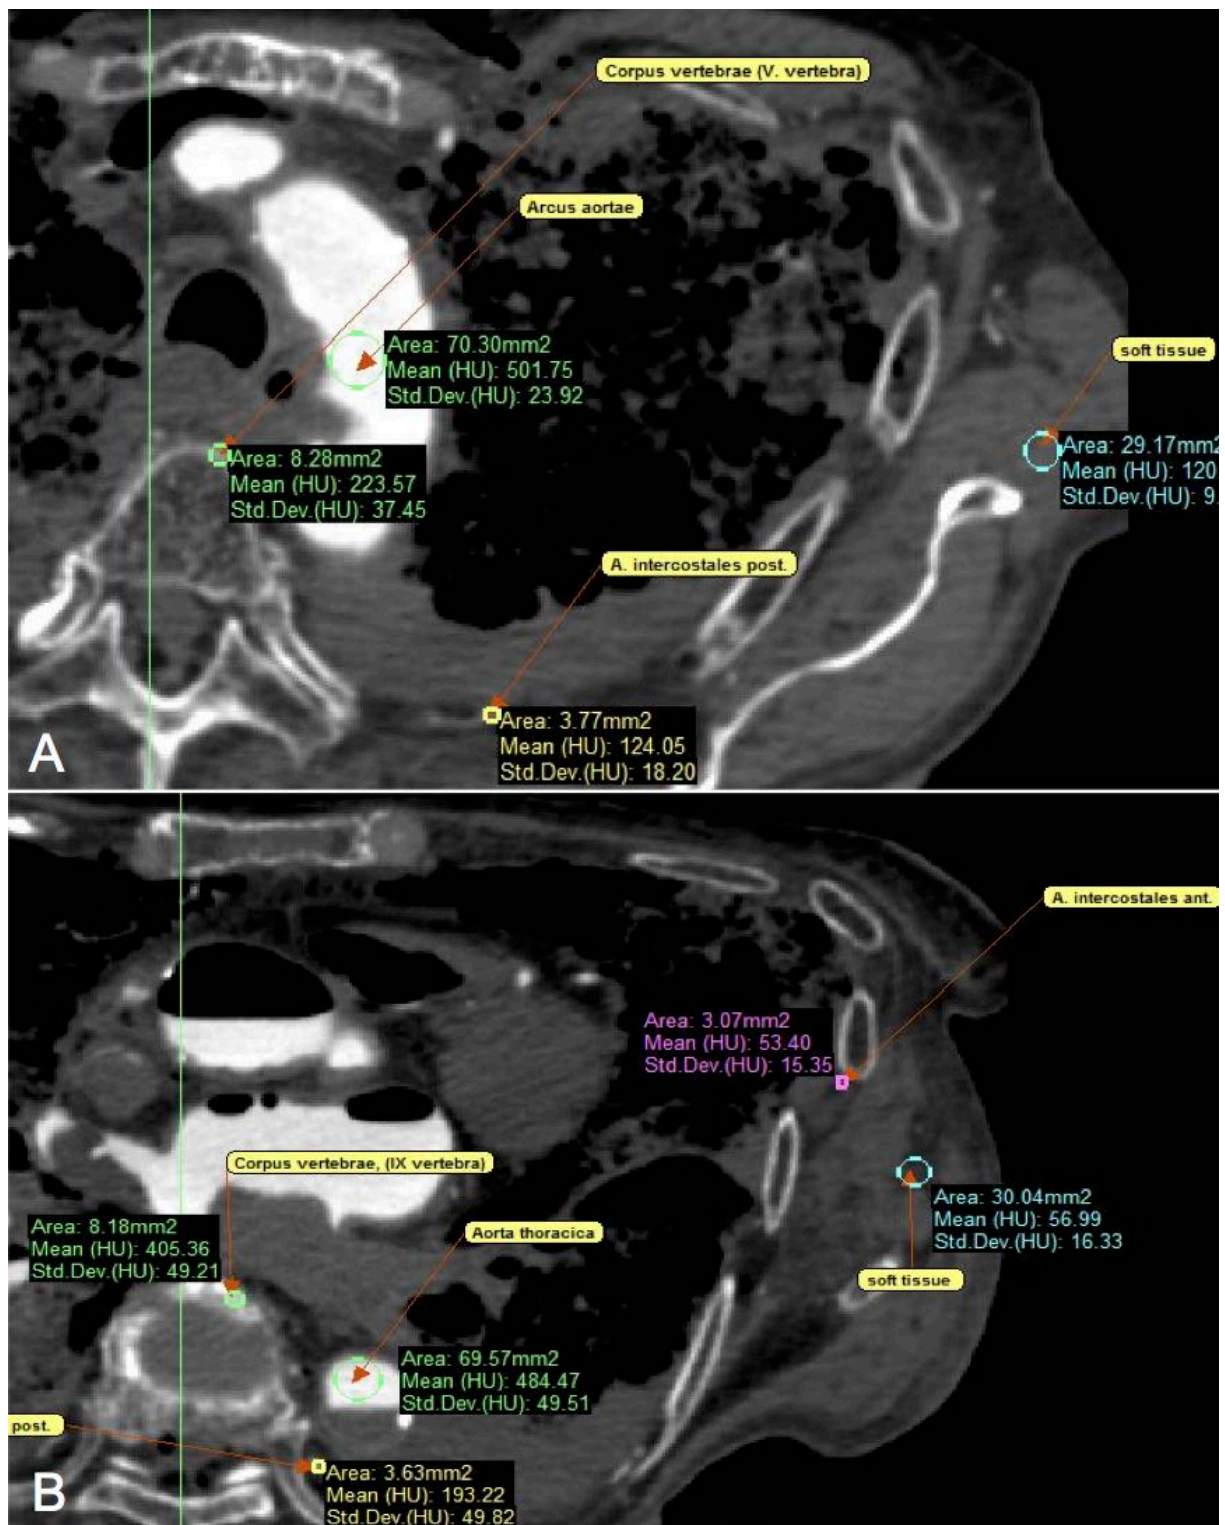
Dichtemessungen von Kontrastmittel (KM), Knochen- und Weichgewebe der Thorax-CT einer Thiel-fixierten Körperspende. Im Bild (A) sind die Dichtemessungen von I=Corpus vertebra, II=Aorta, III=A. intercostalis posteriores und IV=Weichgewebe auf Höhe des 5. Brustwirbels in Hounsfield Units (HU) gezeigt. Zum Vergleich sind im Bild (B) die Messungen der Dichte von I,II,III und IV. auf Höhe des 10. Brustwirbels dargestellt.
